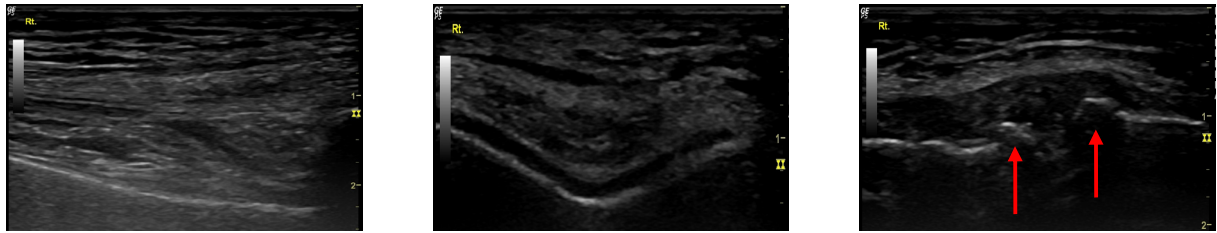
Ultrasound findings of case 9.
